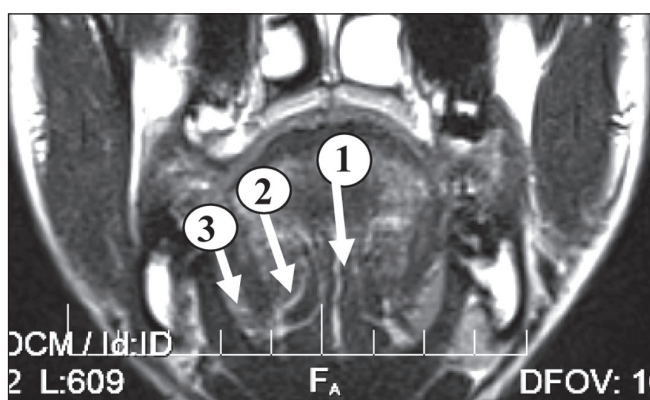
Клетчаточные пространства верхнего этажа дна полости рта. 1 – срединное подъязычное пространство, 2 – медиальное и 3 – латеральное пространства. МРТ, фронтальная проекция, возраст 25 лет
